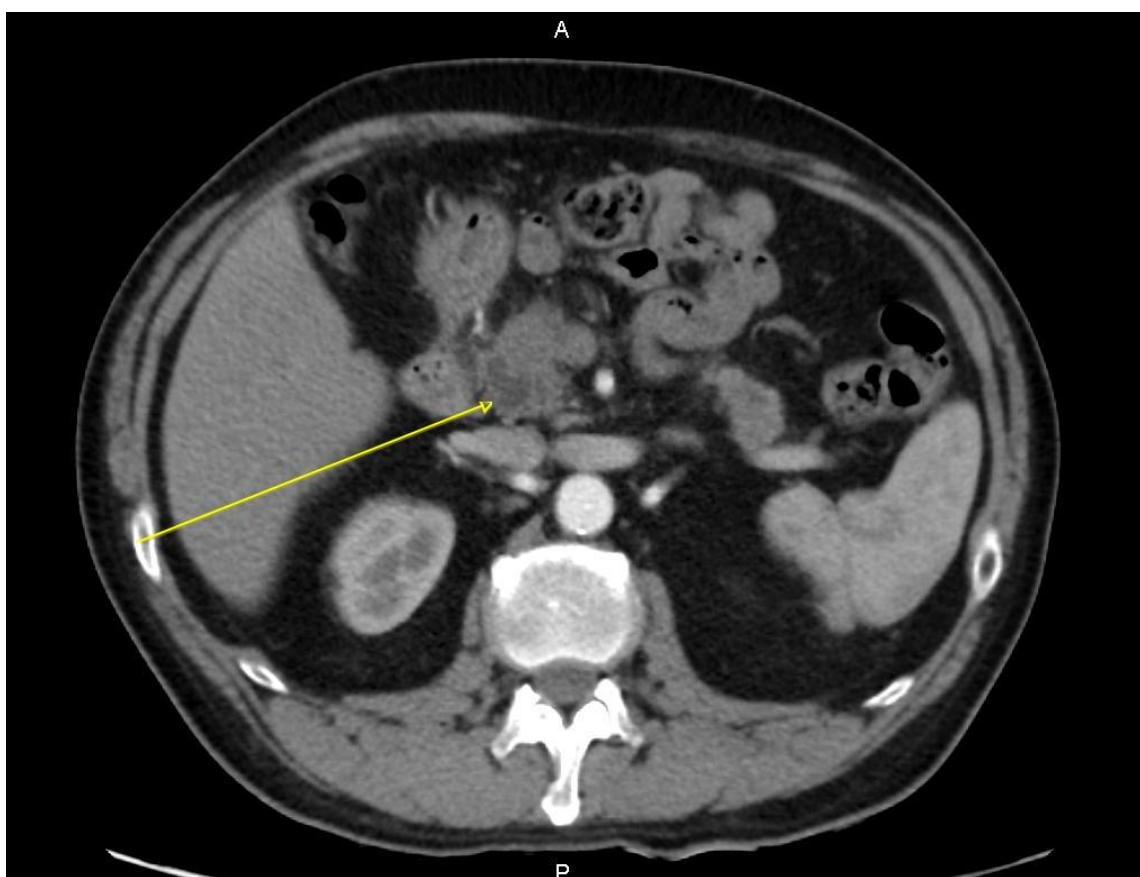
TDM abdominale en coupe transversale : hypodensité de la région céphalique pancréatique correspondant à un adénocarcinome de la tête du pancréas
